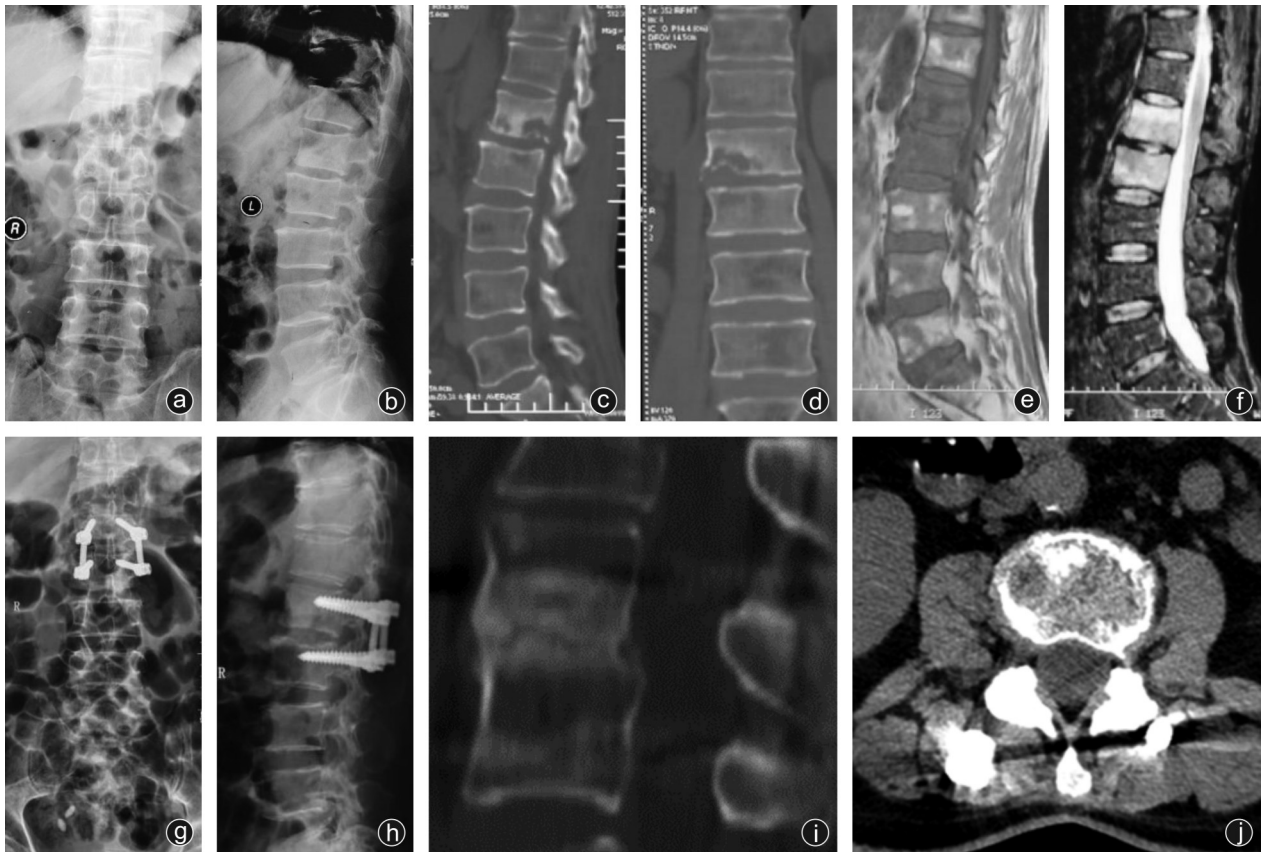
病人,男,57岁,因腰痛3个月入院 a,b:术前X线片示L<sub>12</sub>椎间隙塌陷;c,d:术前矢状面、冠状面CT显示L<sub>12</sub>椎间隙病变,L<sub>1</sub>、L<sub>2</sub>骨质破坏,其中以L<sub>2</sub>右侧破坏最为严重;e,f:术前矢状位T1加权像及T2压脂相MRI示L<sub>1</sub>、L<sub>2</sub>椎体病变、椎体信号改变,椎间隙破坏、塌陷,硬膜囊轻度受压;g,h:术后7d正侧位X线片示内固定位置良好;i,j:术后1年矢状面、横断位CT显示L<sub>12</sub>椎间隙融合可
